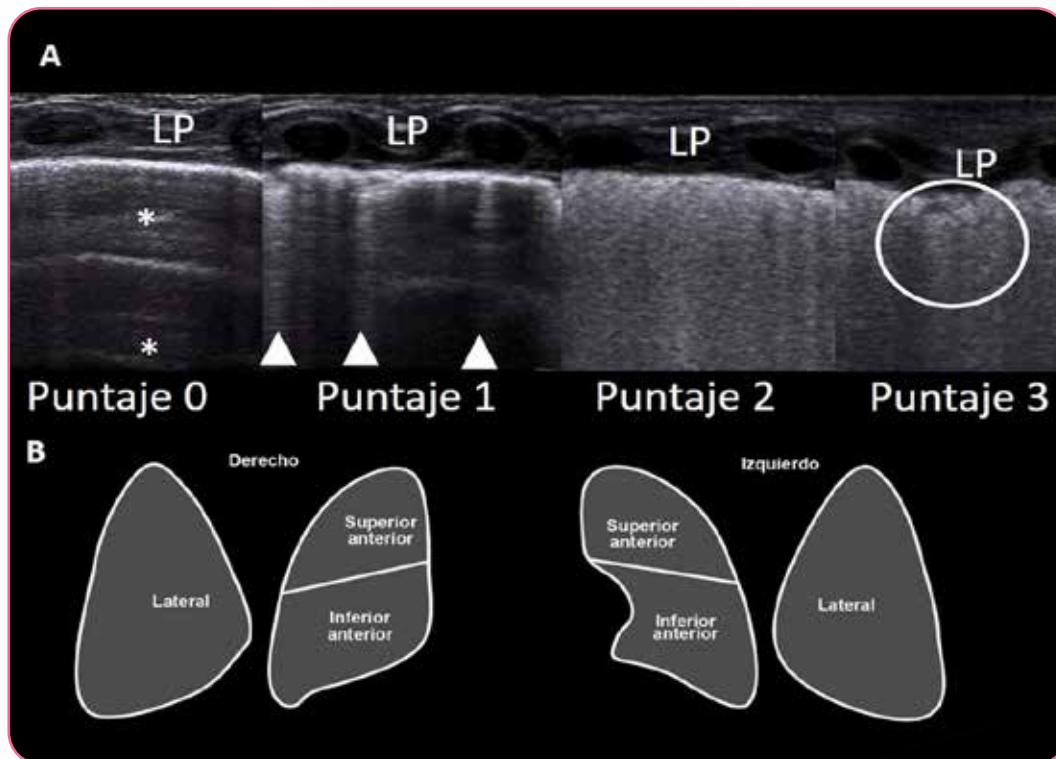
Puntaje ultrasonográfico para evaluar requerimientos de surfactante. A) Cuatro patrones típicos de ultrasonido pulmonar. Puntaje 0: aireación normal con repetición transversal de la línea pleural (LP) llamadas Líneas A (asteriscos), con deslizamiento pleural presente. Puntaje 1: líneas B longitudinales (cabezas de flecha) que llegan al fondo de la pantalla (debe haber > 3). Puntaje 2: líneas B coalescentes (sin espacios respetados) dando imagen de pulmón blanco con línea pleural engrosada. Puntaje 3: pulmón blanco con engrosamiento de la línea pleural y consolidaciones subpleurales (círculo), llamado también broncograma de colapso. B) Seis áreas exploradas en el paciente: superior anterior, inferior anterior y lateral, en ambos lados. Puntaje > 8 : requerimiento de terapia de reemplazo con surfactante exógeno. Puntaje > 10 : necesidad de dosis adicional de surfactante exógeno.
